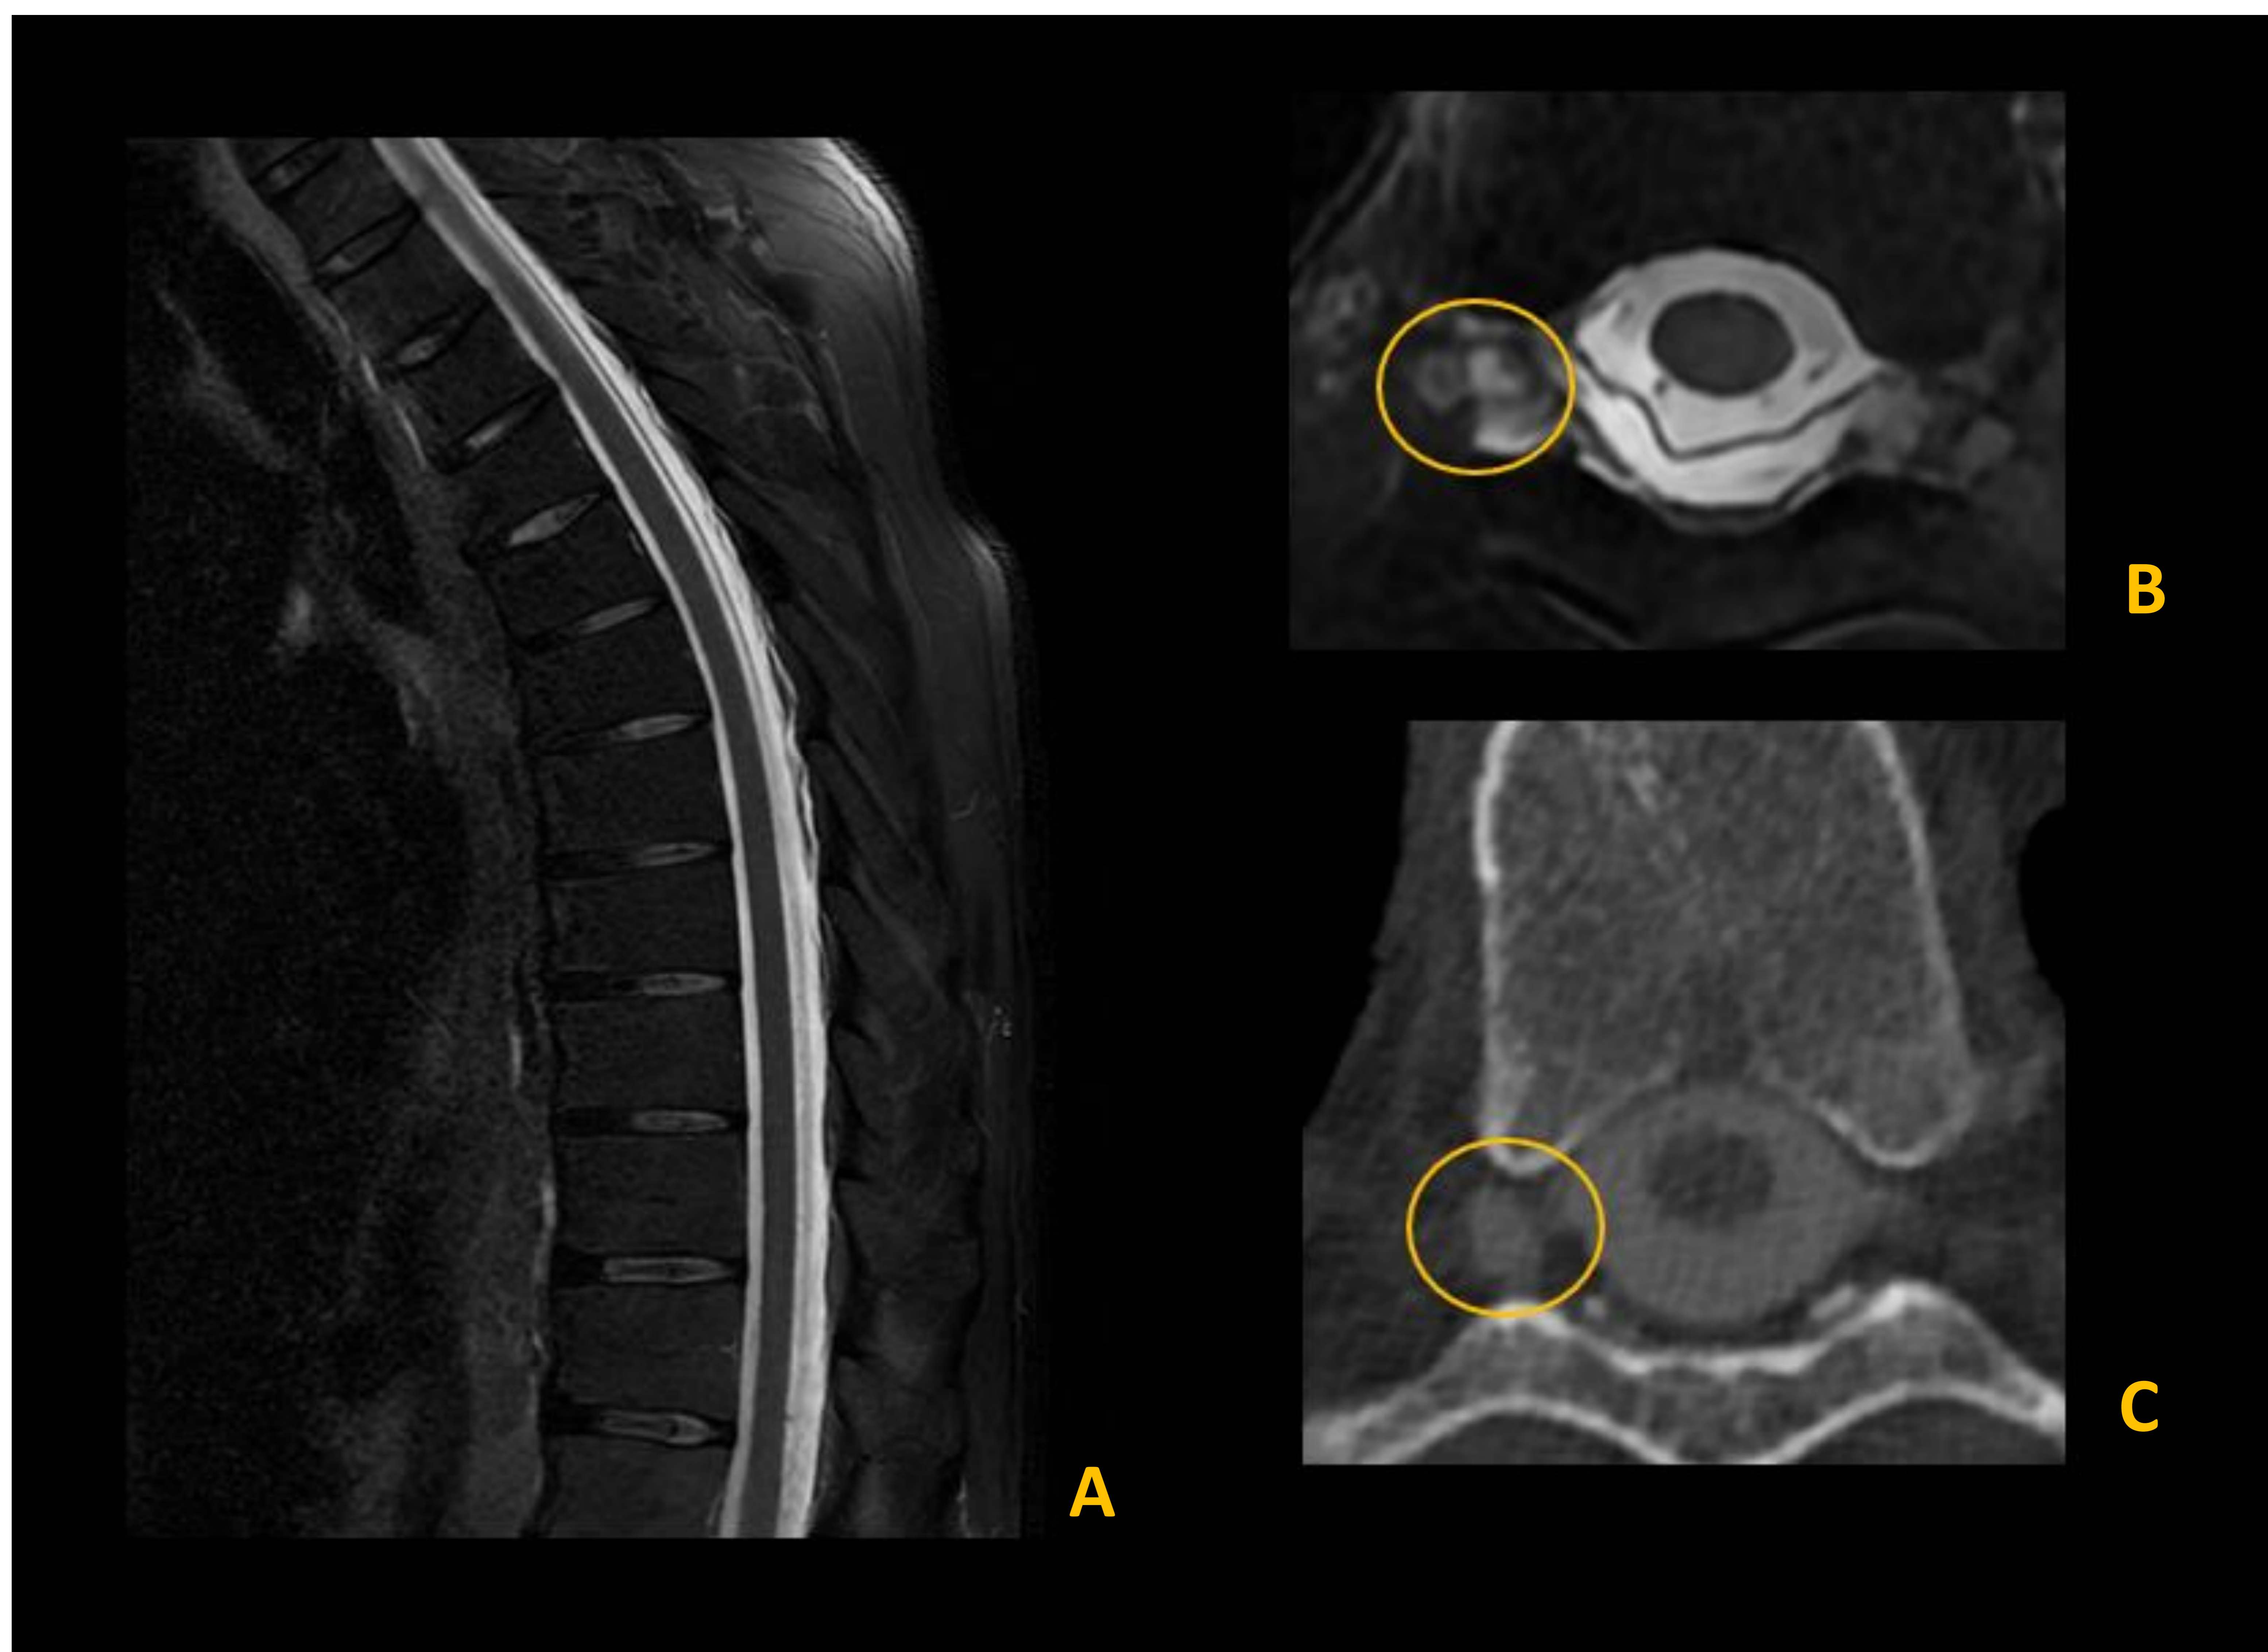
Imágenes de mielo-RM (A y B) y mielo-Tc (C) del mismo paciente con sospecha de hipotensión intracraneal en plano sagital y axial. Las imágenes ponen de manifiesto la presencia de una extensa colección epidural junto con un divertículo meníngeo marcadamente irregular como posible causante del cuadro. Nótese la pérdida de la morfología de la duramadre.
